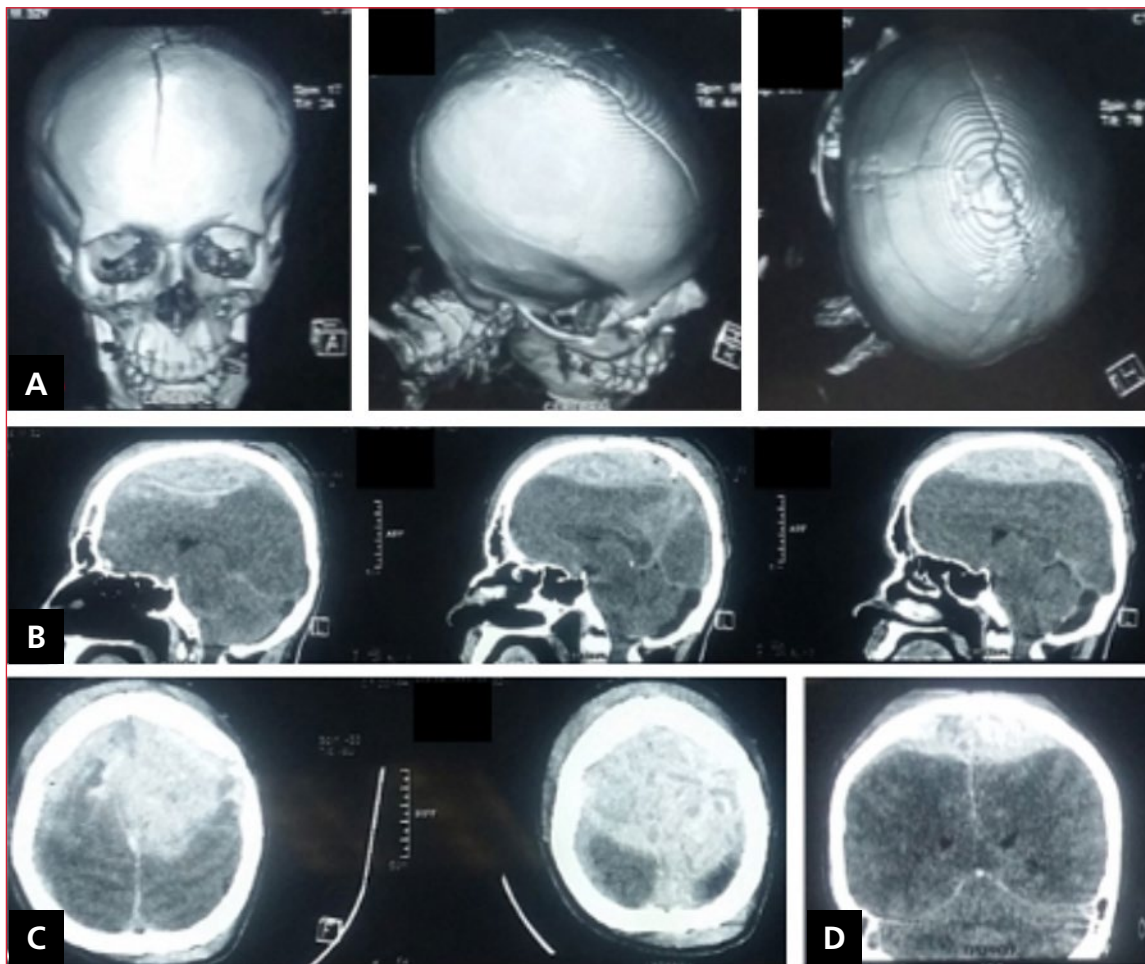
Tomografía computarizada simple de cráneo. Imágenes tomadas al ingreso del paciente. A. Reconstrucción ósea: diástasis traumática de sutura interparietal con fractura asociada a hundimiento y desplazamiento. B-D. Cortes sagital, axial y coronal, respectivamente. Imagen hiperdensa epidural biparietal, con efecto de masa, imagen hiperdensa subdural supratentorial derecha.
